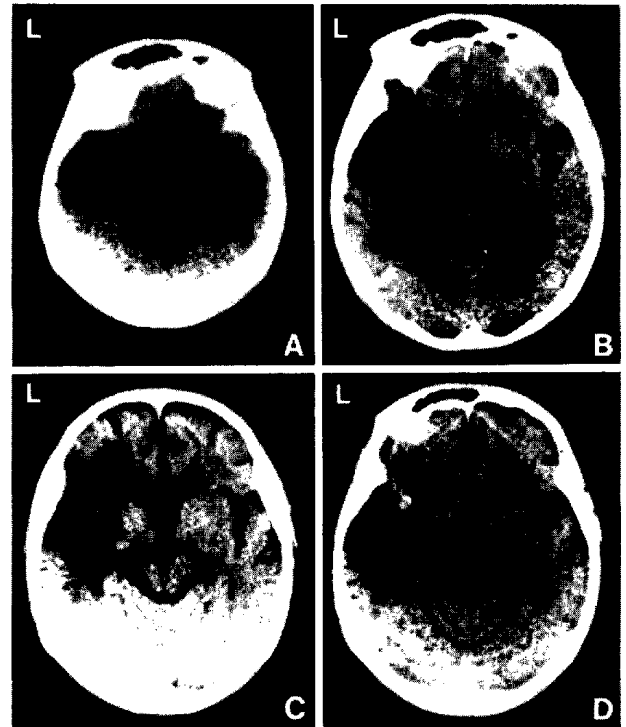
Sequential plain computed tomography scans. A gradually glowing high density area is visualized in the left temporal lobe and a low density area due to occlusion of the left middle cerebral artery (MCA) is identified. A: August 1981, B: February 1983, C: January 1984, D: April 1984.
